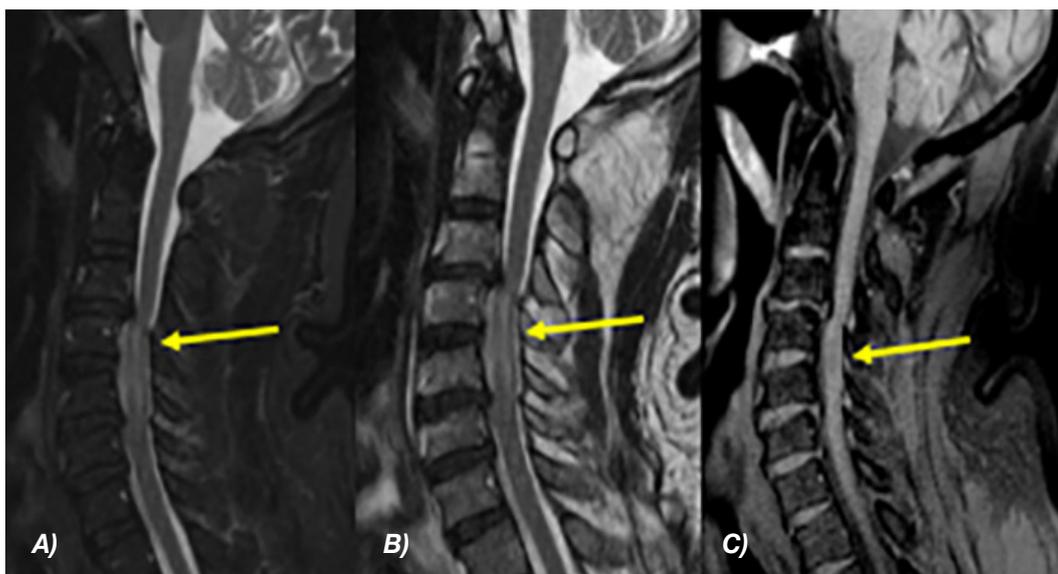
Resonancia magnética simple de columna cervical: Cortes sagitales: A) STIR B) T2 C) T1. Edema medular persistente por compresión, cambios de espondilo-discartrosis cervical. Fuente: Servicio de Imagen. Hospital de las Fuerzas Armadas.
